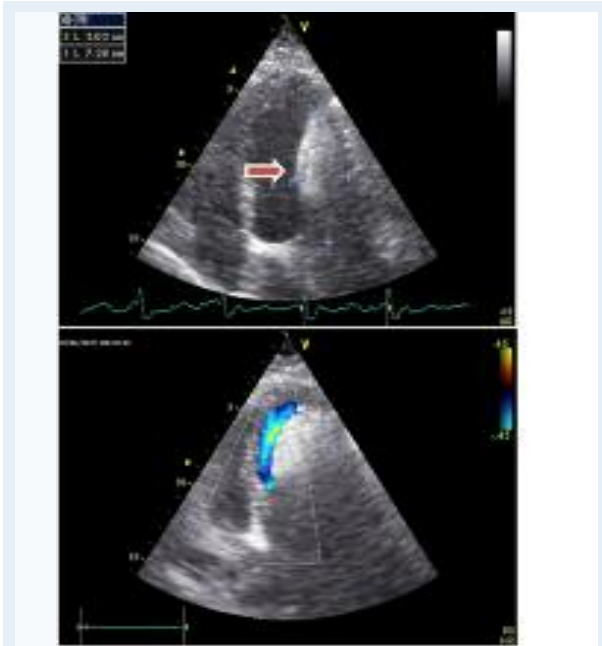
Echocardiographie : Coupe apicale 4 cavités, infiltration de la paroi antéro-latérale sans signe d'obstruction.
